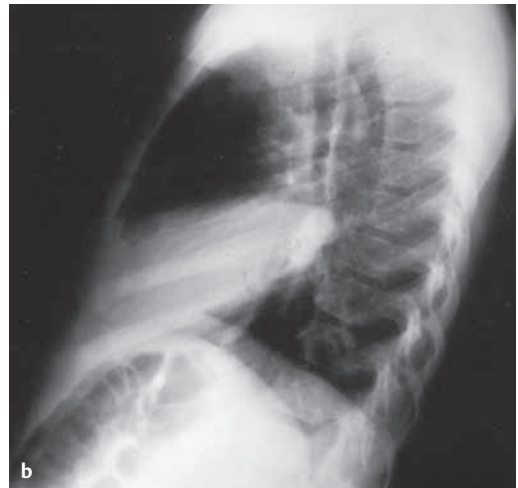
Lobärpneumonie des Mittellappens (Röntgen-Thorax-Aufnahme). Die Patientin (ein 4 Jahre altes Mädchen) ist durch Fieber und Husten aufgefallen. Zu sehen ist eine Verschattung im rechten Unterfeld, die vollständige Verschattung des rechten Mittellappens und ein stark betonter Hilus. a Übersichtsaufnahme, b seitliche Aufnahme
